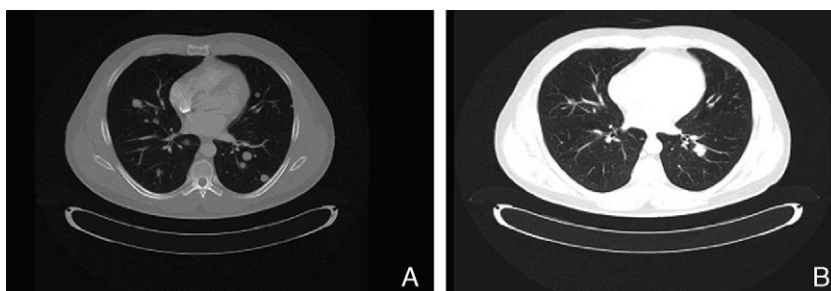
Desaparición de la mayoría de las metástasis pulmonares tras 3 meses de tratamiento con imatinib en el paciente n.º 1. A. TAC realizada el 23 de noviembre de 2009, previa al tratamiento. B. TAC efectuada el 02 de marzo de 2010, tras 3 meses de tratamiento con imatinib.
